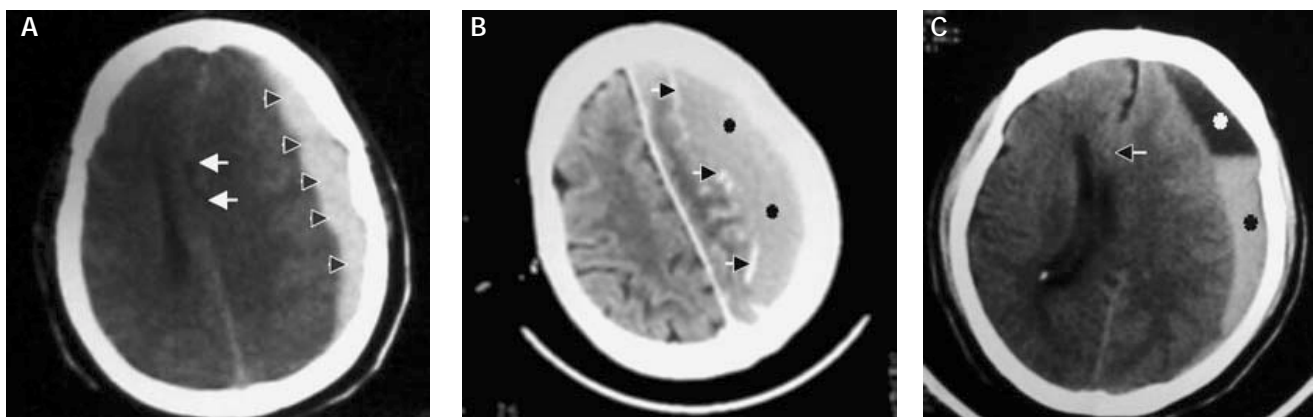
(A): TAC simple que muestra un hematoma subdural agudo con la típica imagen hiperdensa en media luna (flechas negras), colapso del ventrículo lateral y desviación de la línea media (flechas blancas). (B): TAC de cráneo contrastado que muestra un hematoma subdural subagudo, es isodenso con respecto al tejido cerebral (asteriscos) y se distingue la cápsula interna del hematoma que capta medio de contraste (flechas). (C): TAC simple que muestra un hematoma subdural crónico con resangrado, la zona hipodensa corresponde al hematoma crónico (asterisco blanco), la zona hiperdensa corresponde al resangrado (asterisco negro) y se observa una hernia subfacial o del cíngulo (flecha) y colapso del ventrículo lateral del mismo lado.
